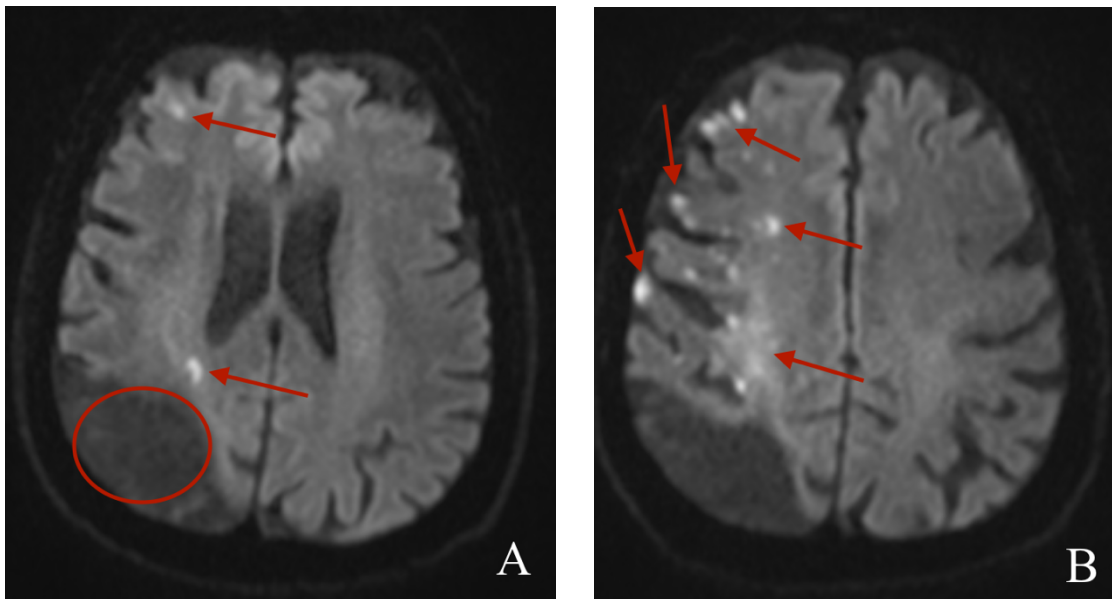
Fallbericht 1 – A: cMRT (DWI-Sequenz) drei Stunden postinterventionell mit zwei neuen Läsionen periventrikulär und kortikal frontal rechts (rote Pfeile) und alter ischämischer Defekt (roter Kreis); B: cMRT (DWI-Sequenz) sechs Tage postinterventionell mit multiplen neuen ischämischen Läsionen rechts kortikal und im Nucleus caudatus [Eigene Aufnahme aus PACS UKS, 2022]
